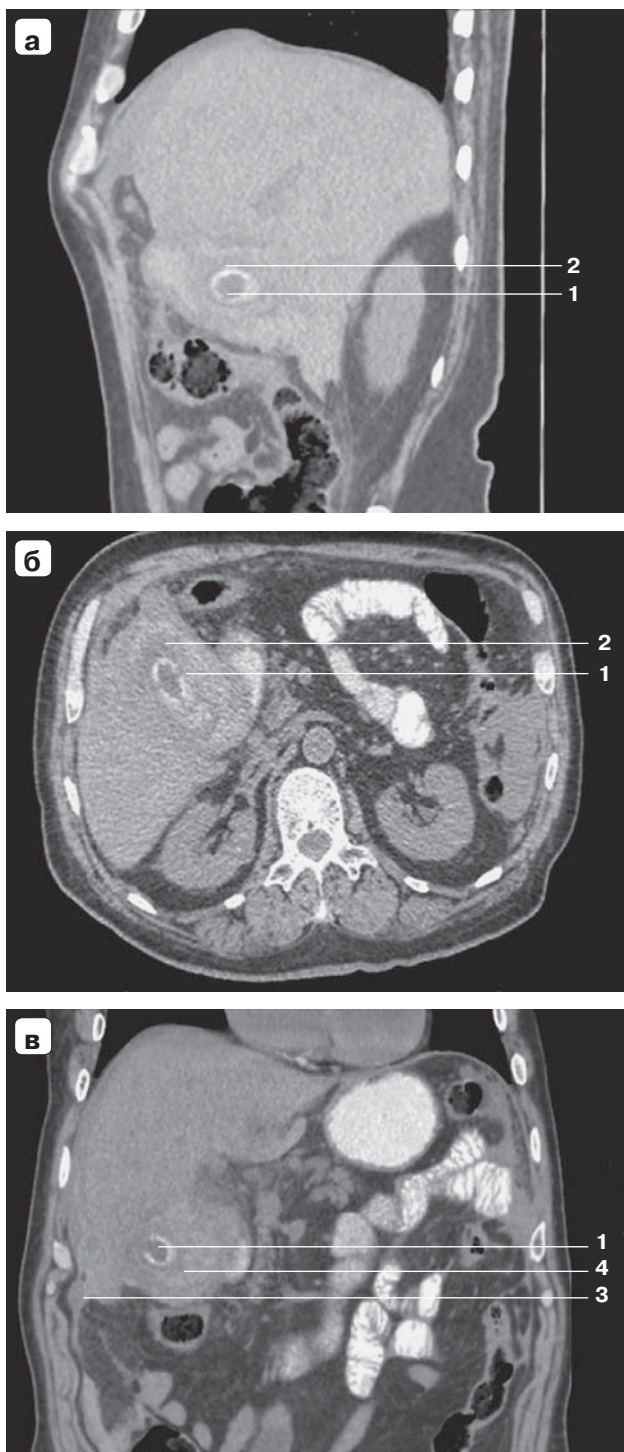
Компьютерная томограмма. Острый деструктивный калькулезный холецистит. Объяснение в тексте. 1 – конкремент, 2 – кровь в желчном пузыре, 3 – жидкость под печенью, 4 – сгусток в области культы пузырной артерии.
